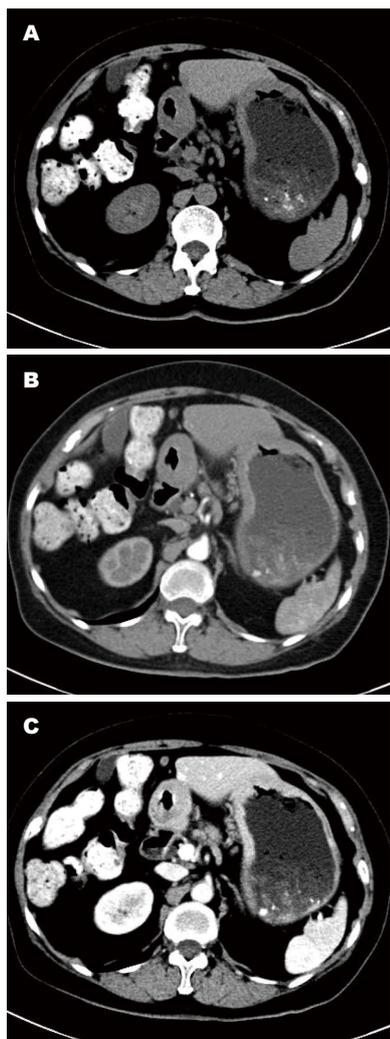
病例5, 女, 68岁, 乳腺癌胃转移. A: MSCT平扫轴位图像; B: 增强MSCT动脉期轴位图像; C: 增强MSCT静脉期轴位图像. MSCT: 多层螺旋CT.
